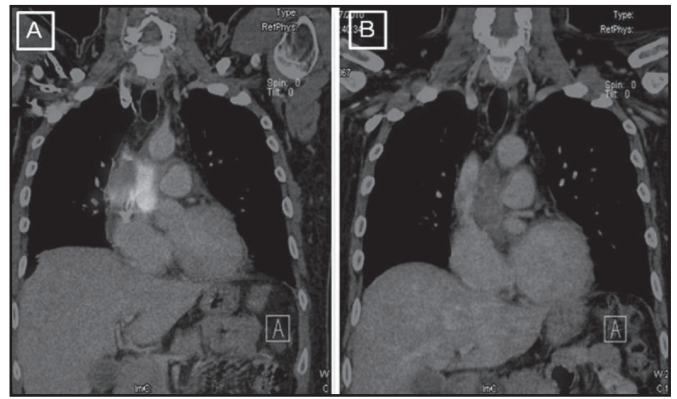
Tomografia de emissão de pósitrons.
